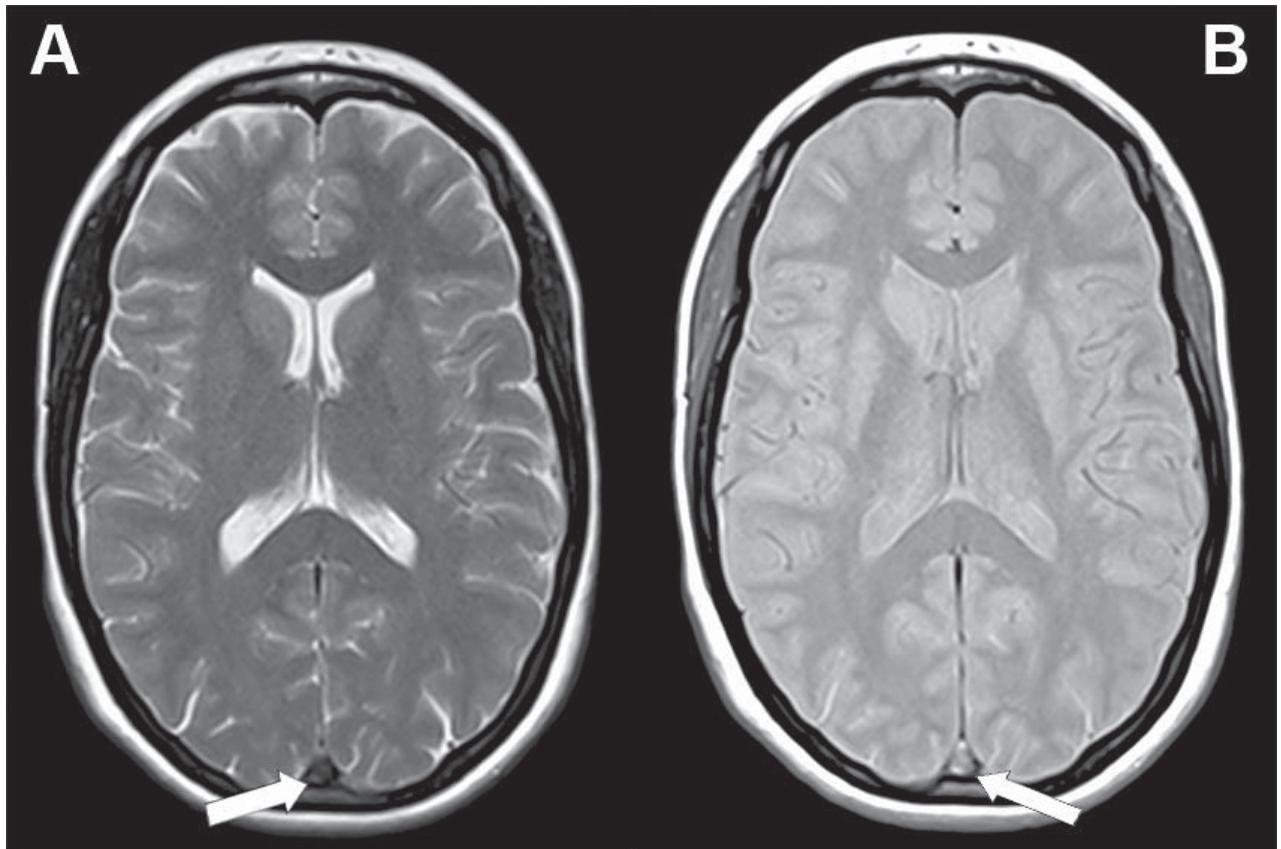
Ressonância Magnética inicial. Axial T2 (A) evidenciando hiposinal do seio longitudinal superior com correspondente hipersinal na ponderação densidade protónica (B).
